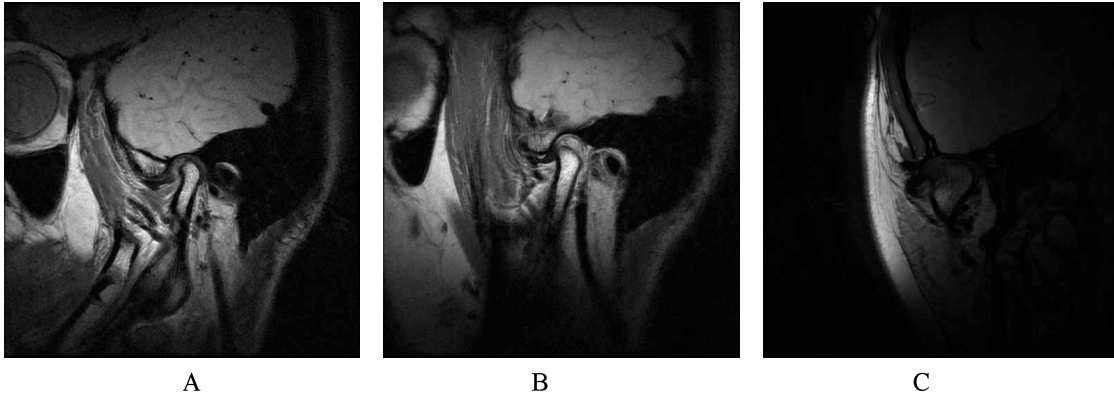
Magnetic resonance imaging: A. sagittal image during mouth closed: B. sagittal image during mouth opening: C. coronal image
